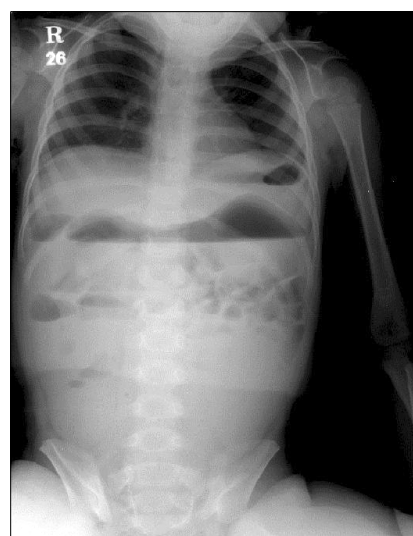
The simple abdominal x-ray shows gas-distended bowel and air-fluid level.
